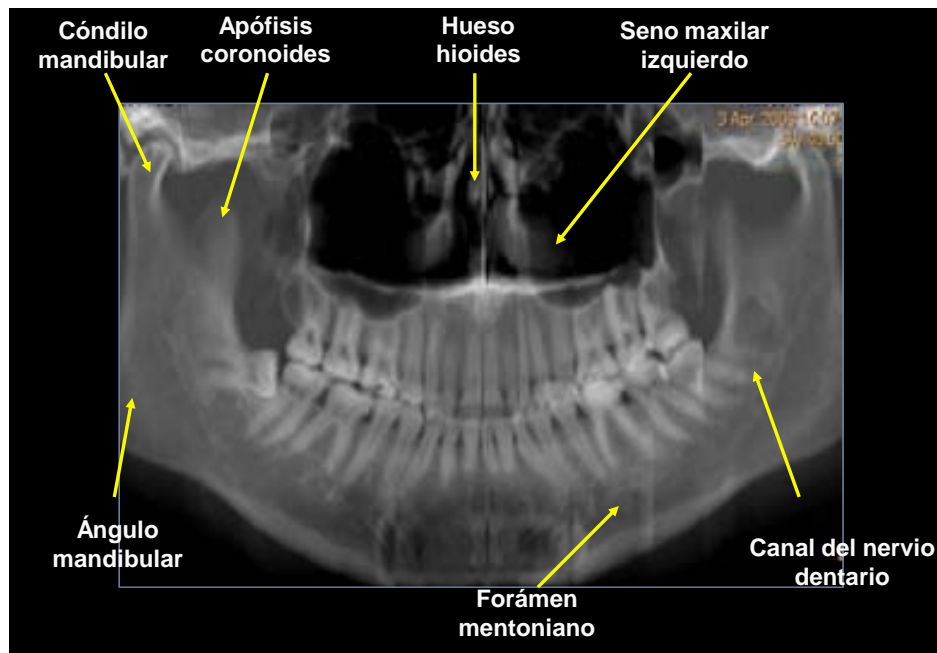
Ortopantomografía convencional. Se observa en forma panorámica el maxilar y la mandíbula con la anatomía.
